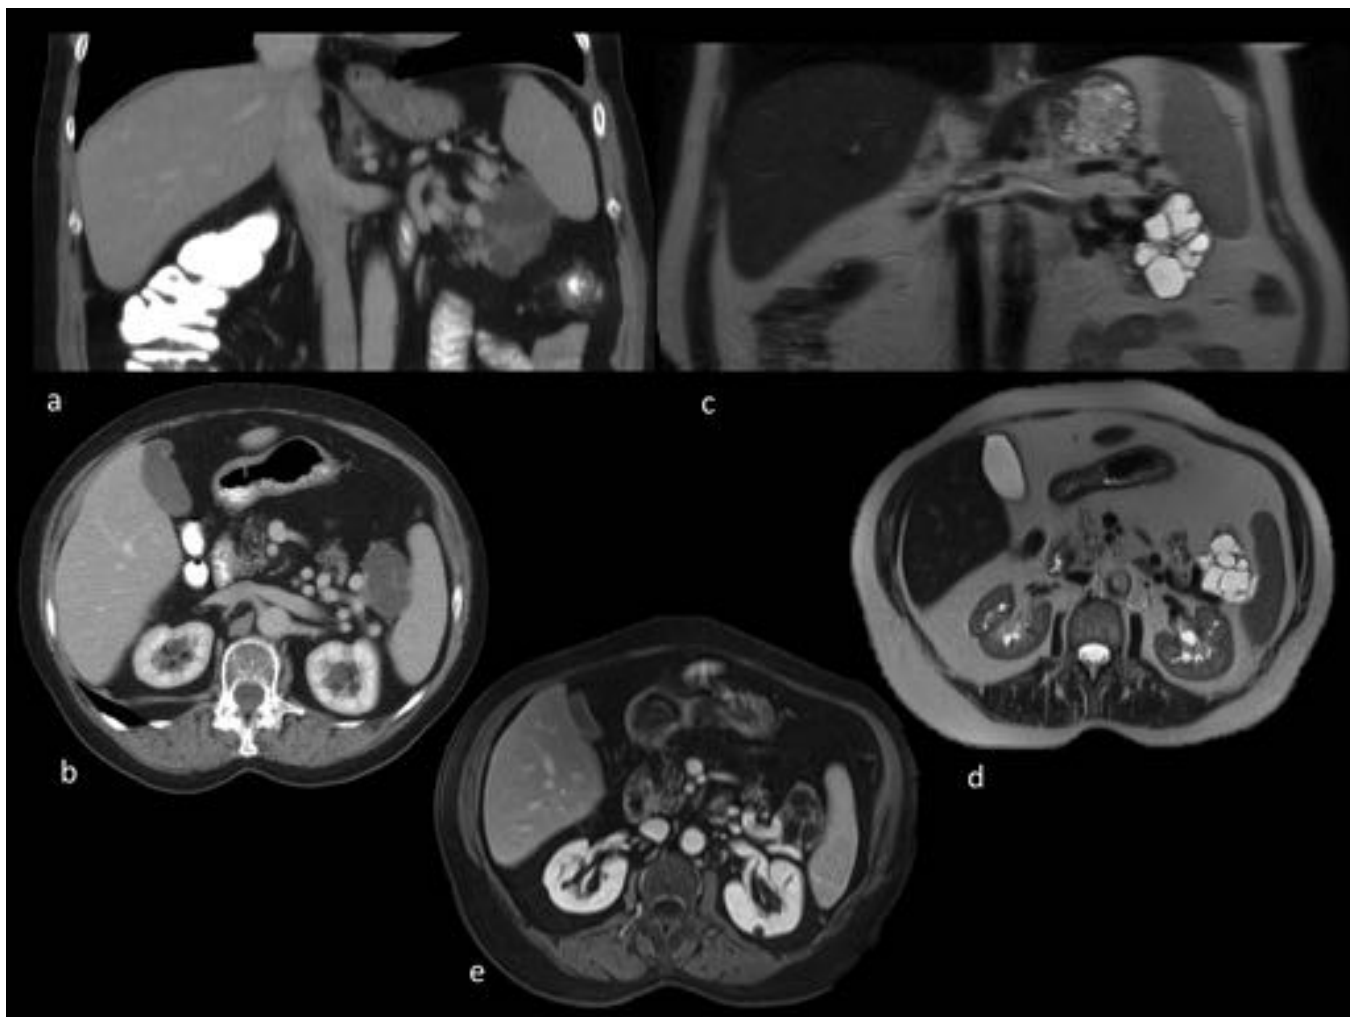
Mujer 59 años. Lesión multiquística en cola pancreática con cicatriz central que realza con el contraste, en relación con cistoadenoma seroso. a. CT civ coronal. b. CT civ axial. c. T2 coronal. d. T2 axial. e. T1 contraste axial.
